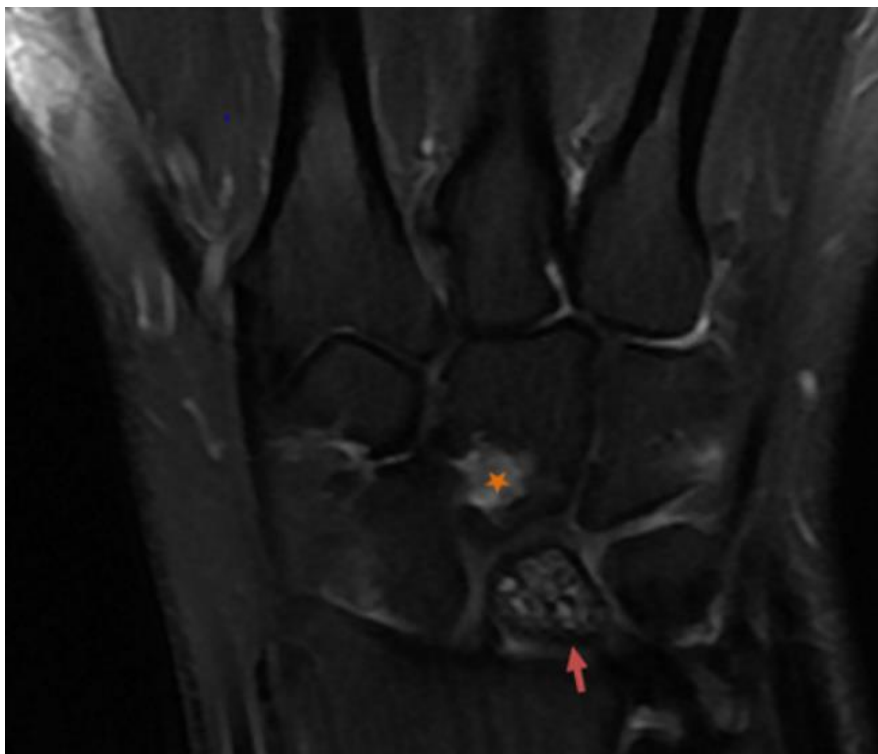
IRM de la main en séquence coronale pondérée; le lunatum est affaissé en hyper signal DP hétérogène (flèche) ; lésion géodique du capitatum (étoile)
